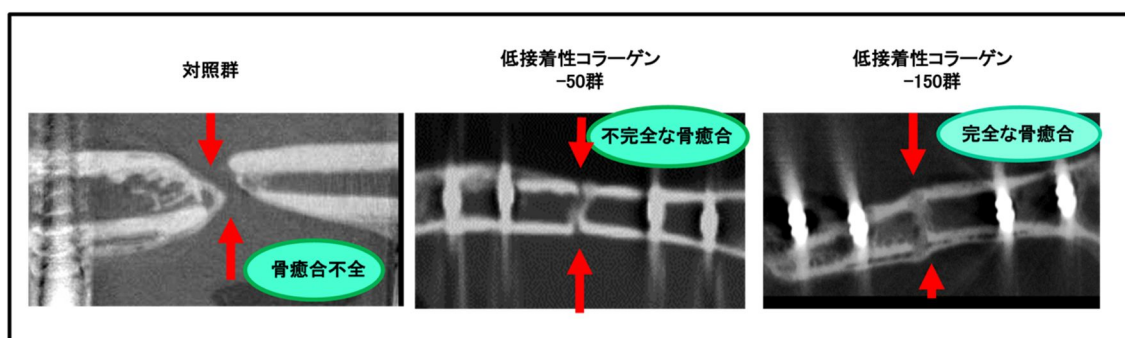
各群の代表的 μ CT 像 (術後 28 日)
